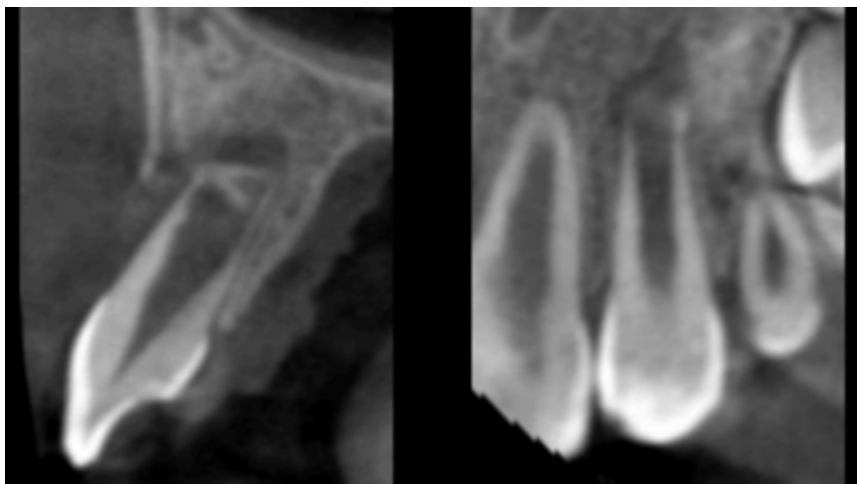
CBCT previo a la revascularización mostrando la longitud radicular.
